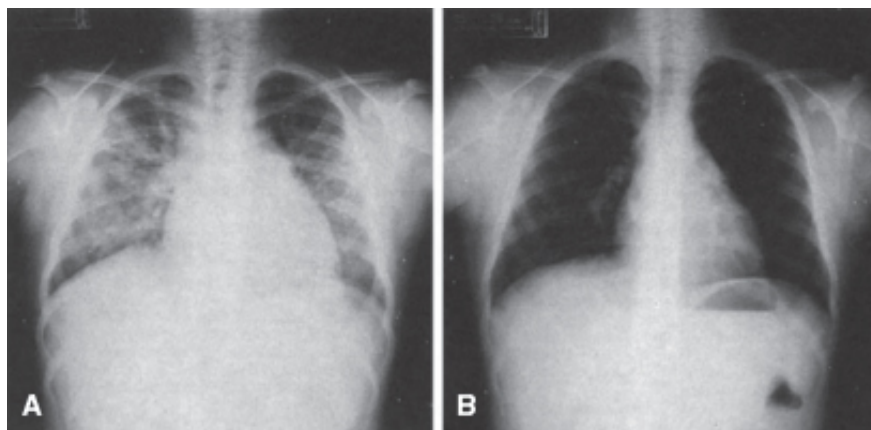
Edema pulmonar. Radiografias de tórax na incidência posteroanterior (PA), evidenciando infiltrado intersticial difuso que predomina nas regiões peri-hilares e inversão da trama vascular (A). Houve resolução completa do quadro após terapêutica adequada em paciente com insuficiência renal aguda (B).
